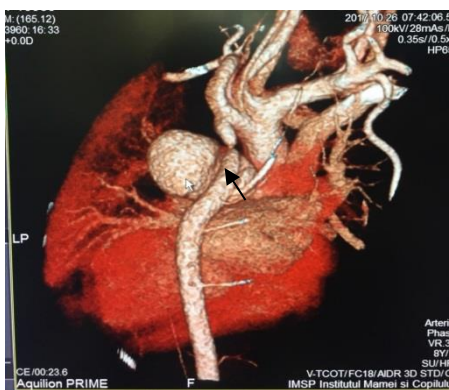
Aortografia toracică prin TC: anevrism sacciform al aortei toracice descendente, cu semne de ruptură
